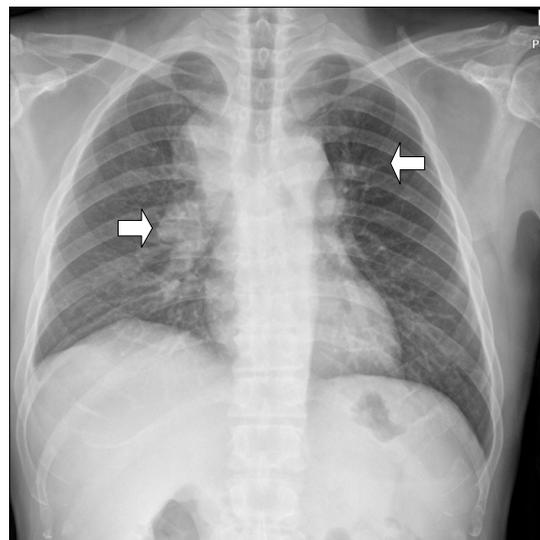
Chest X-ray shows multiple pulmonary metastatic nodules (left arrow) and mediastinal lymphadenopathy (right arrow).
